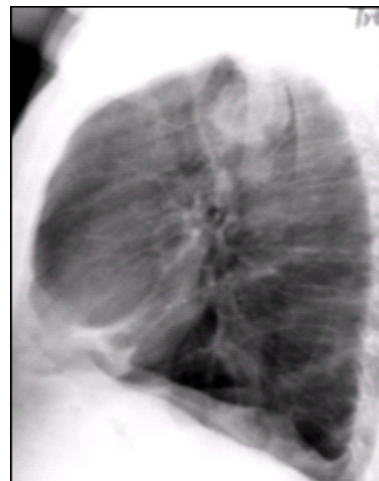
Patientenfall 1: Röntgen-Thorax-seitlich
